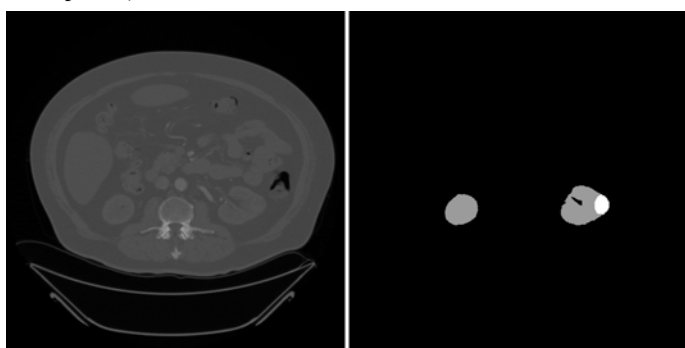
Изображение томографического снимка и его бинарной маски из базы данных KiTS (выделены ткани почки и злокачественное новообразование)
